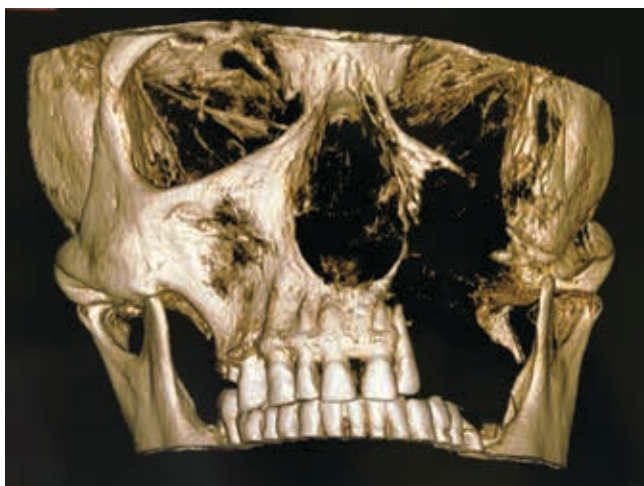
Компьютерная томография больного с ковид-ассоциированным остеонекрозом средней зоны лица
